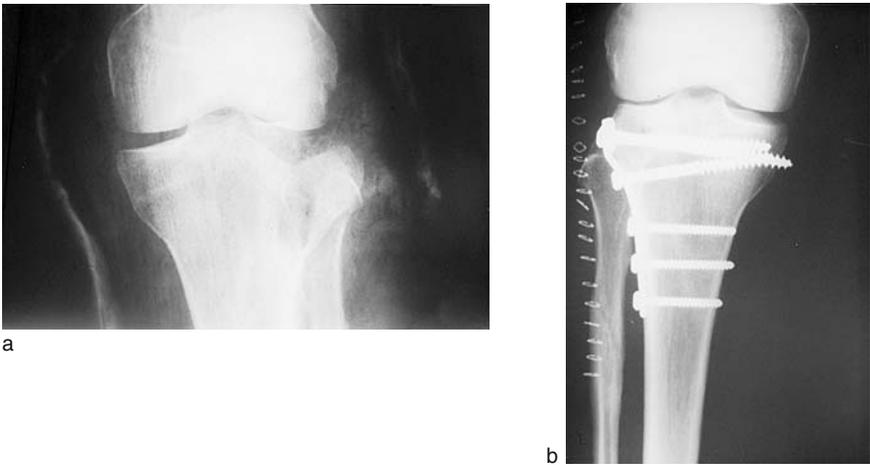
Homme, 45 ans. a) Fracture-enfoncement-séparation du plateau tibial latéral. Ostéosynthèse interne à foyer ouvert par plaque en « L » de l'AO. Abord latéral. Ménisque latéral complètement désinséré et piégé (entrapment) dans le foyer de fracture. Section de la corne antérieure du ménisque latéral et réinsertion après ostéosynthèse. b) Sur la radiographie de face postopératoire, reconstruction anatomique mais diminution de l'espace fémoro-tibial latéral.
